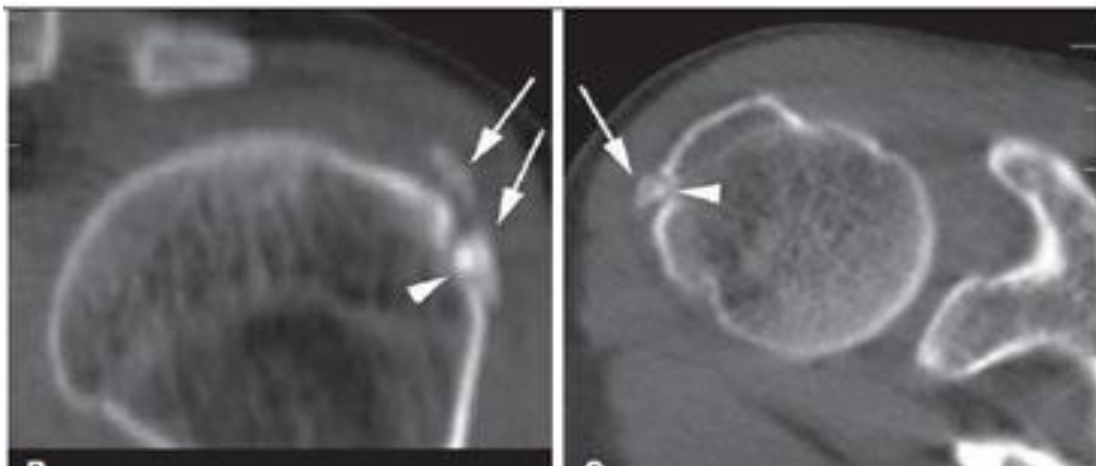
TC em cortes seccional axial e reconstrução coronal oblíqua, confirma a calcificação do tendão Infraespinal na região de transição para o tendão supraespinal (setas) e erosão do osso cortical adjacente, (cabeça de setas). Fonte: Barbosa et al., 2015.
